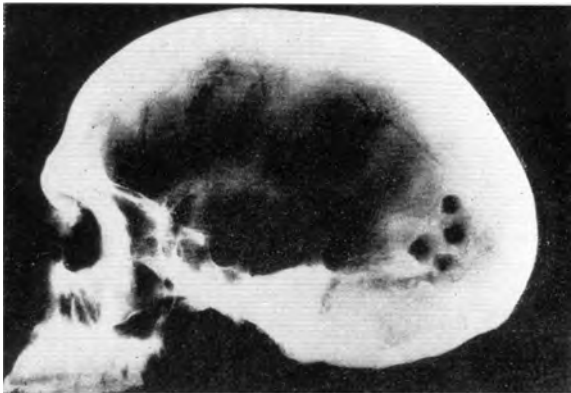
Radiografia que mostra Tejerina (1968), que per no ésser la penetració o el temps d'exposició radiogràfica l'adequat, dona lloc a una falsa imatge d'engruiximent ossi que ell va considerar patològic.
